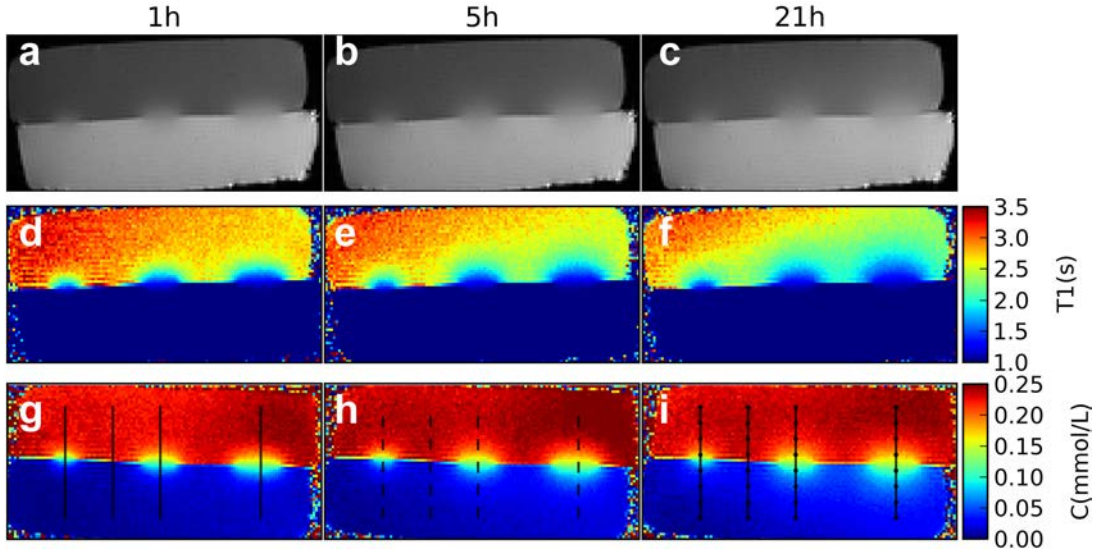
SE  $T_1$ -weighted MR images (TR1=1s) 1h (a), 5h (b), 21h (c) after the beginning of the experiment. Corresponding estimated  $T_1$  maps (d, e, f) and Gd-DTPA concentration maps (g, h, i).
